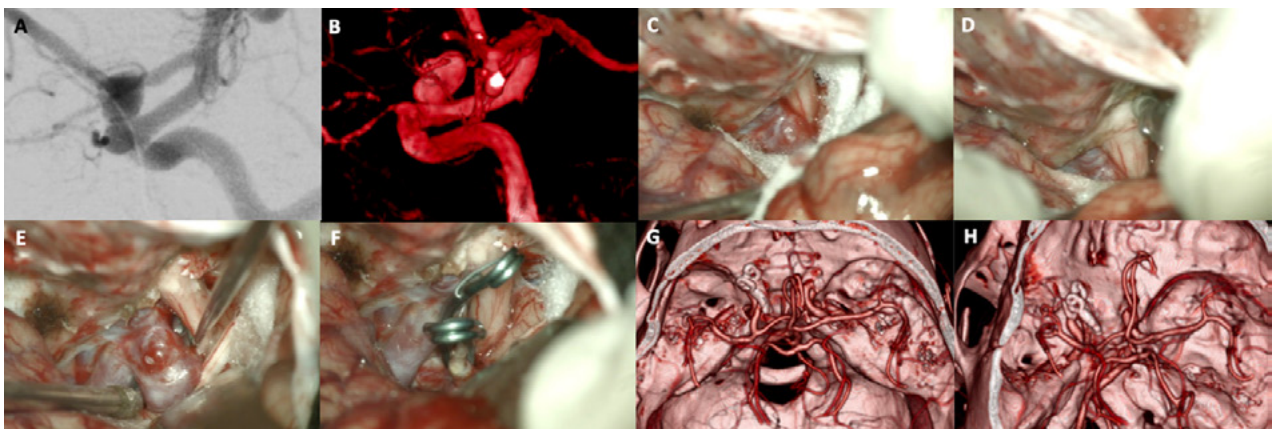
A-B: Se aprecia una arteriografía cerebral con reconstrucción tridimensional que evidencia un aneurisma carótido oftálmico izquierdo. C-F: Fotografías intraoperatorias; observamos la apertura de la fisura silviana con la presencia de la cisterna óptico-carotídea en la profundidad: es visible el saco aneurismático. Posteriormente se realizó un fresado del techo del canal óptico, con lo cual se logró una adecuada exposición del cuello del aneurisma. Se muestra la exclusión del aneurisma con dos clips semi curvos. G-H: Imágenes de angio tomografía post operatoria que evidencia la exclusión completa del aneurisma.
